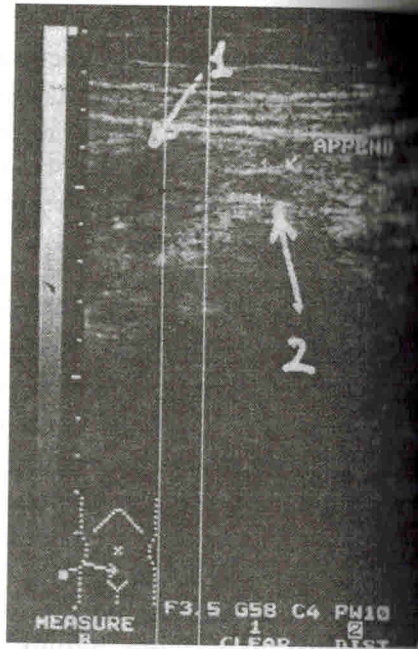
УЗИ при остром флегмонозном аппендиците: 1 — слепая кишка; 2 — основание и проксимальная часть червеобразного отростка
